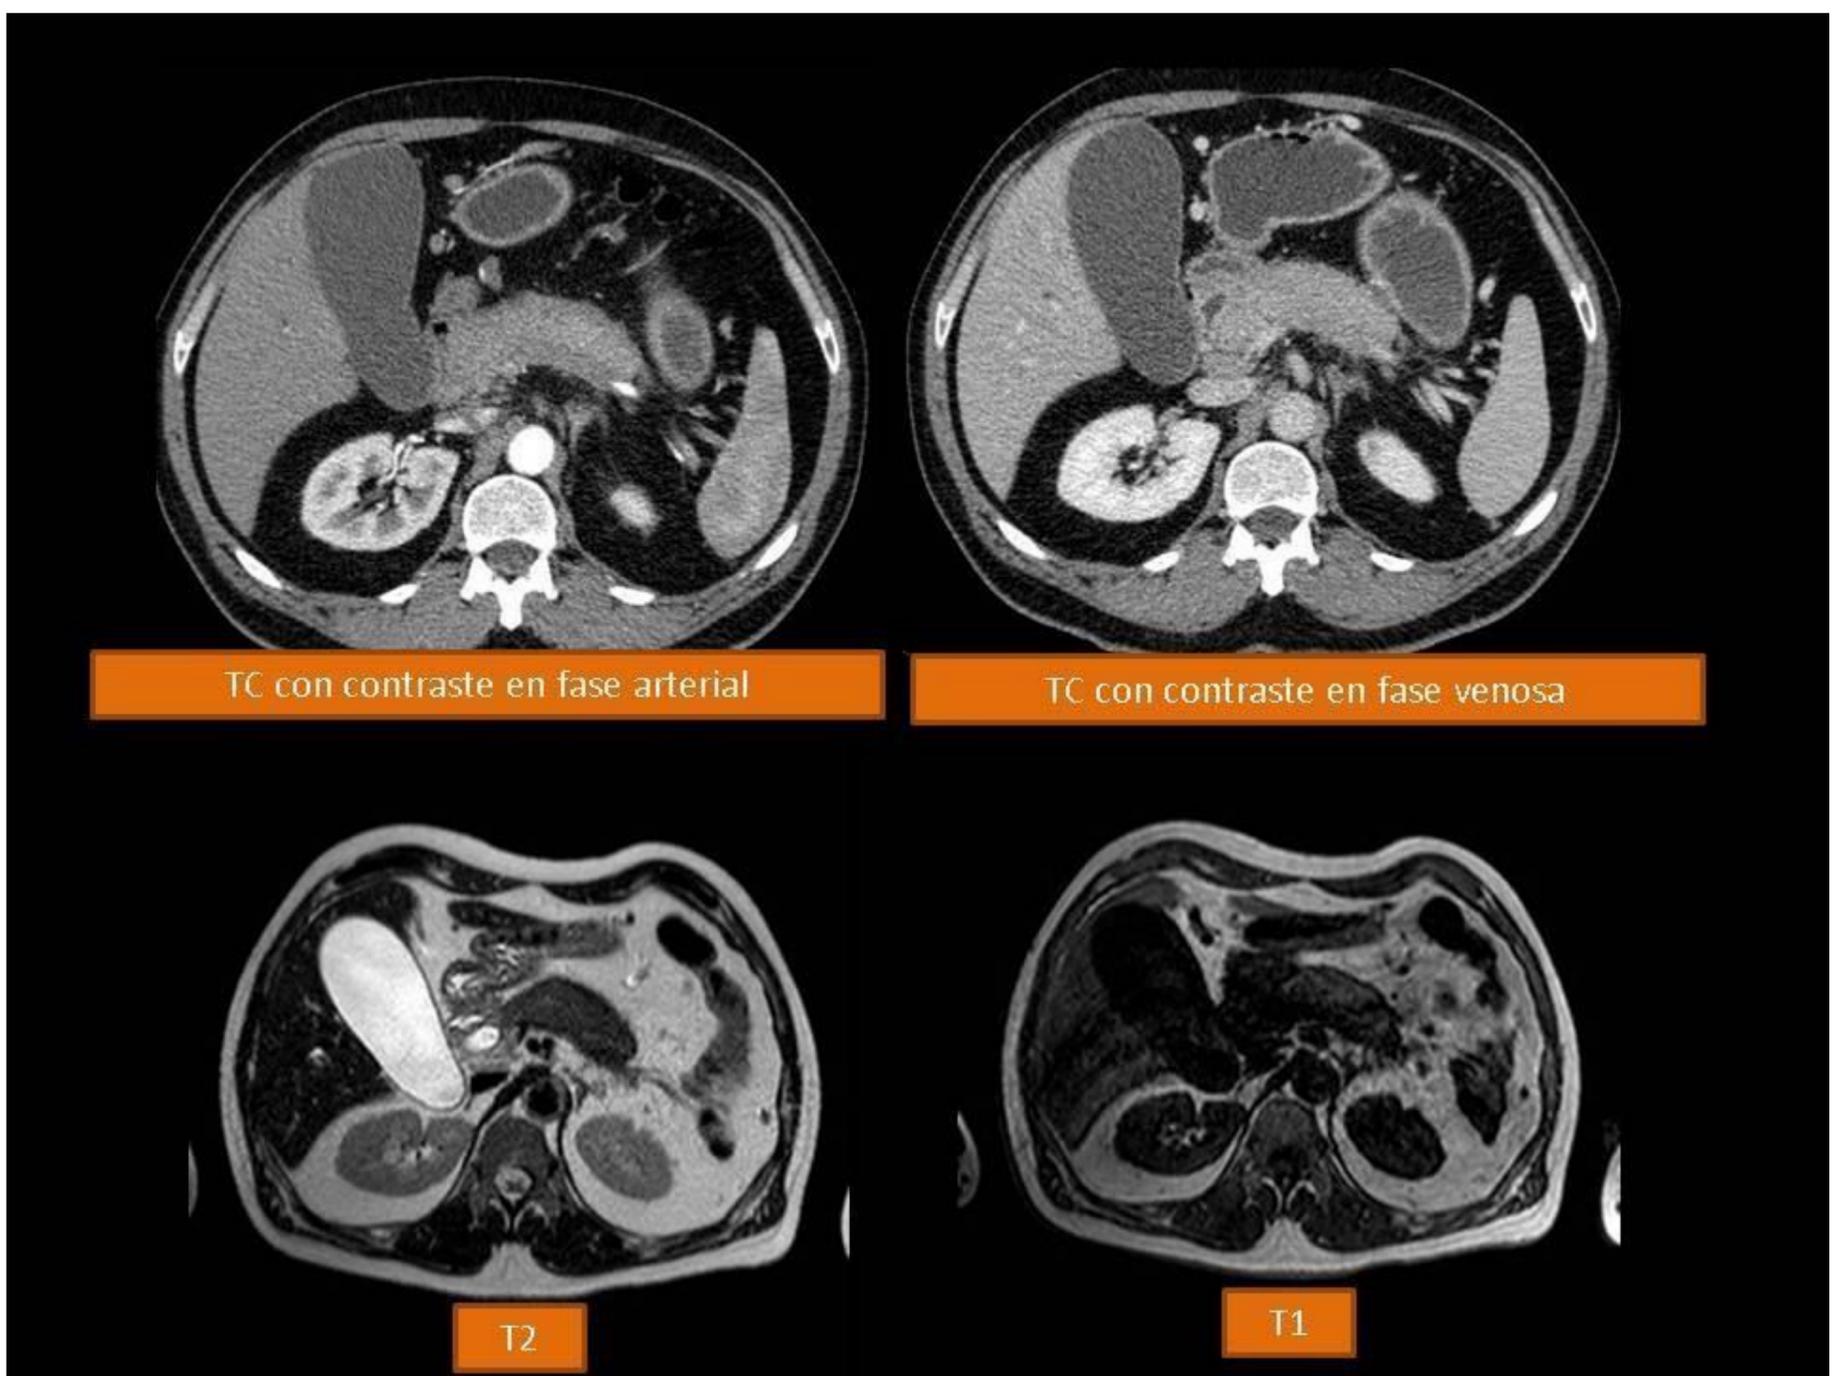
En imágenes de TC con contraste (superiores) se observa el páncreas hipodenso de manera difusa, levemente hipertenso en secuencia de RM potenciada en T2 e hipointenso en T1.
